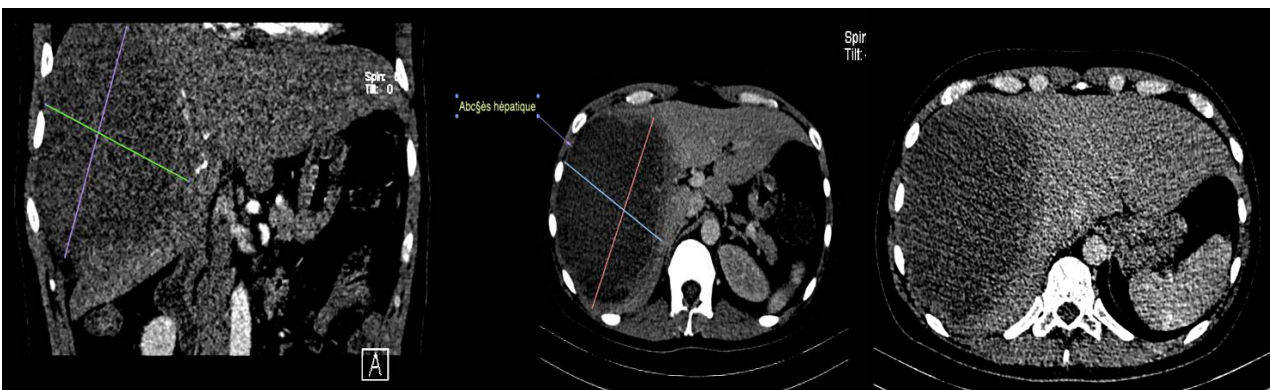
CT abdominal injecté , montrant un abcès hépatique unifocal intéressant le foie droit, lésion hypodense homogène bien limitée, se rehaussant fortement en périphérie
